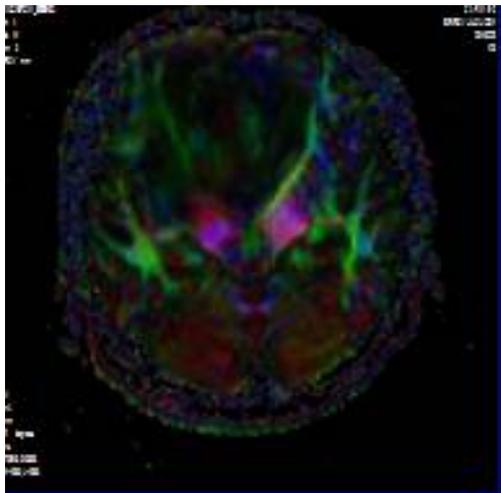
Больной Ш., показано А- на МРТ анапластическая олигодендроглиома в правой лобно-теменной доли головного мозга с кистозным компонентом. На сериях Б, В - трактографией выявлена деформация и отгеснение трактов.
